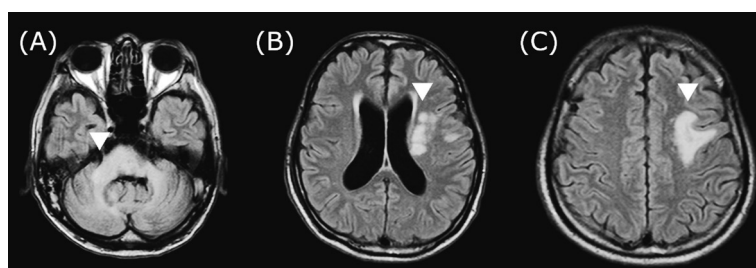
入院63日目の頭部単純MRI画像(FLAIR)
